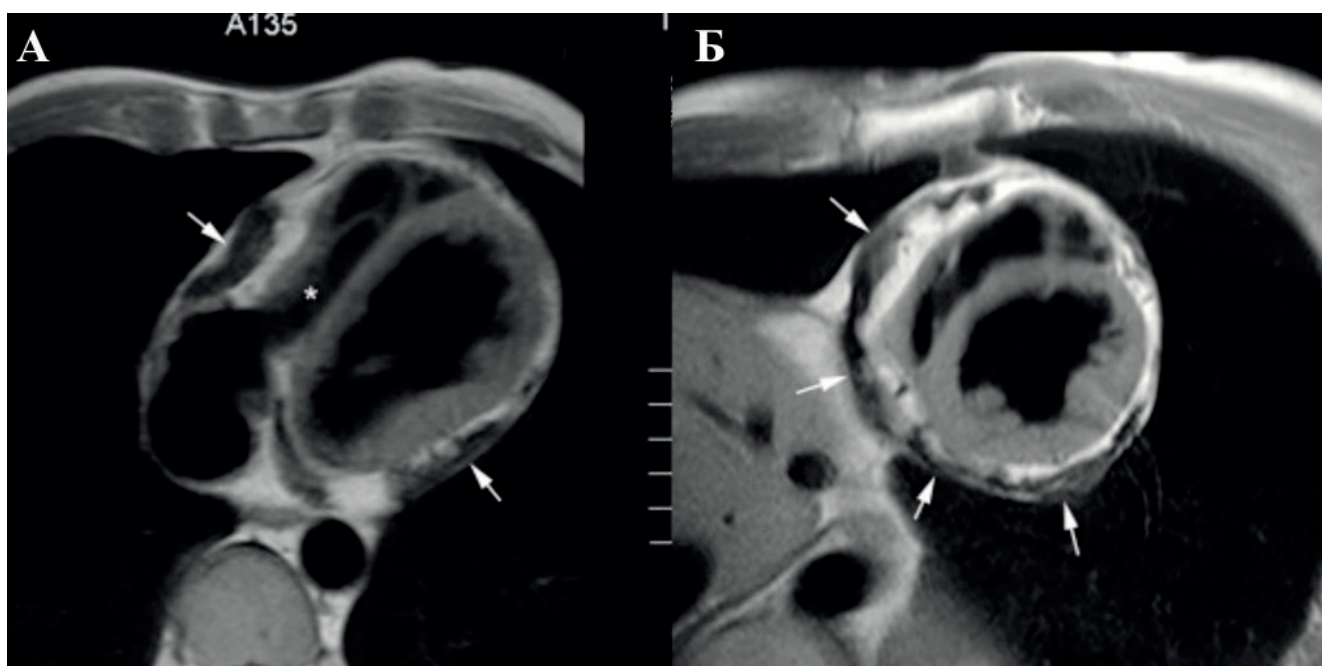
Утолщение листов перикарда (стрелки) при констриктивном перикардите, больше выраженное в латерально-базальной и нижней частях ПЖ и ЛЖ на T1-взвешенной спин-эхо МРТ в осевой (А) и короткой осевой проекции изображения (Б). Утолщенные участки имеют неправильную форму. Звездочкой отмечено сдавление смежных полостей справа.
